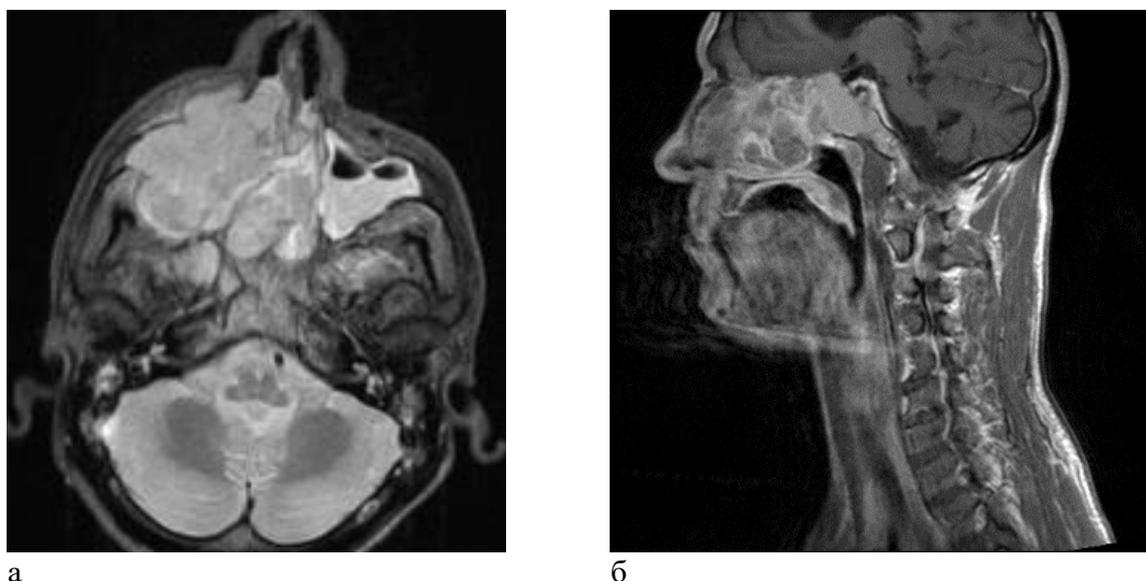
МРТ шеи, T-2 tirm ВИ в аксиальных (а), сагитальной (б) проекциях. Образование правой верхнечелюстной пазуха, распространяющееся в мягкие ткани скуловой области, в полость правой орбиты, на ячейки решетчатой кости с обеих сторон, в обе половины лобной пазухи, в полость носа, разрушая все костные структуры носовой полости, разрушает медиальную стенку левой гайморовой пазухи, с частичной инвазией, кзади в основную пазуху и крылонебную ямку. Метастатическое поражение лимфоузлов шеи справа.
